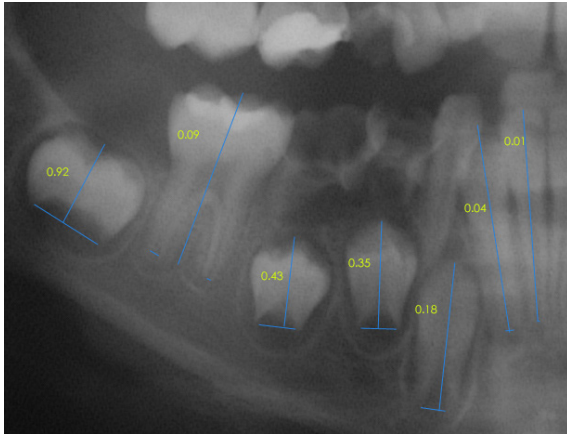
Ortopantomografia de um indivíduo com dentição mista, aplicação do método de Cameriere.
